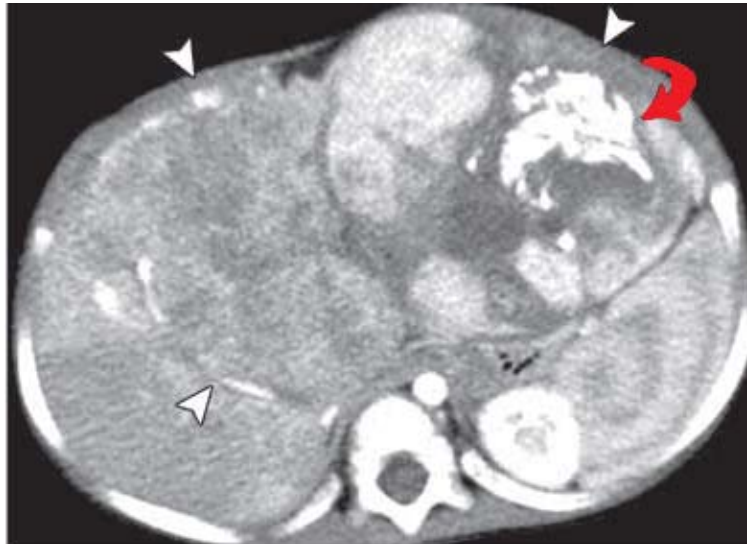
TDM en temps artériel chez un enfant de 14 mois qui montre une masse hétérogène (flèches) avec de larges calcifications (flèche rouge), en rapport avec un hépatoblastome mixte [1].
